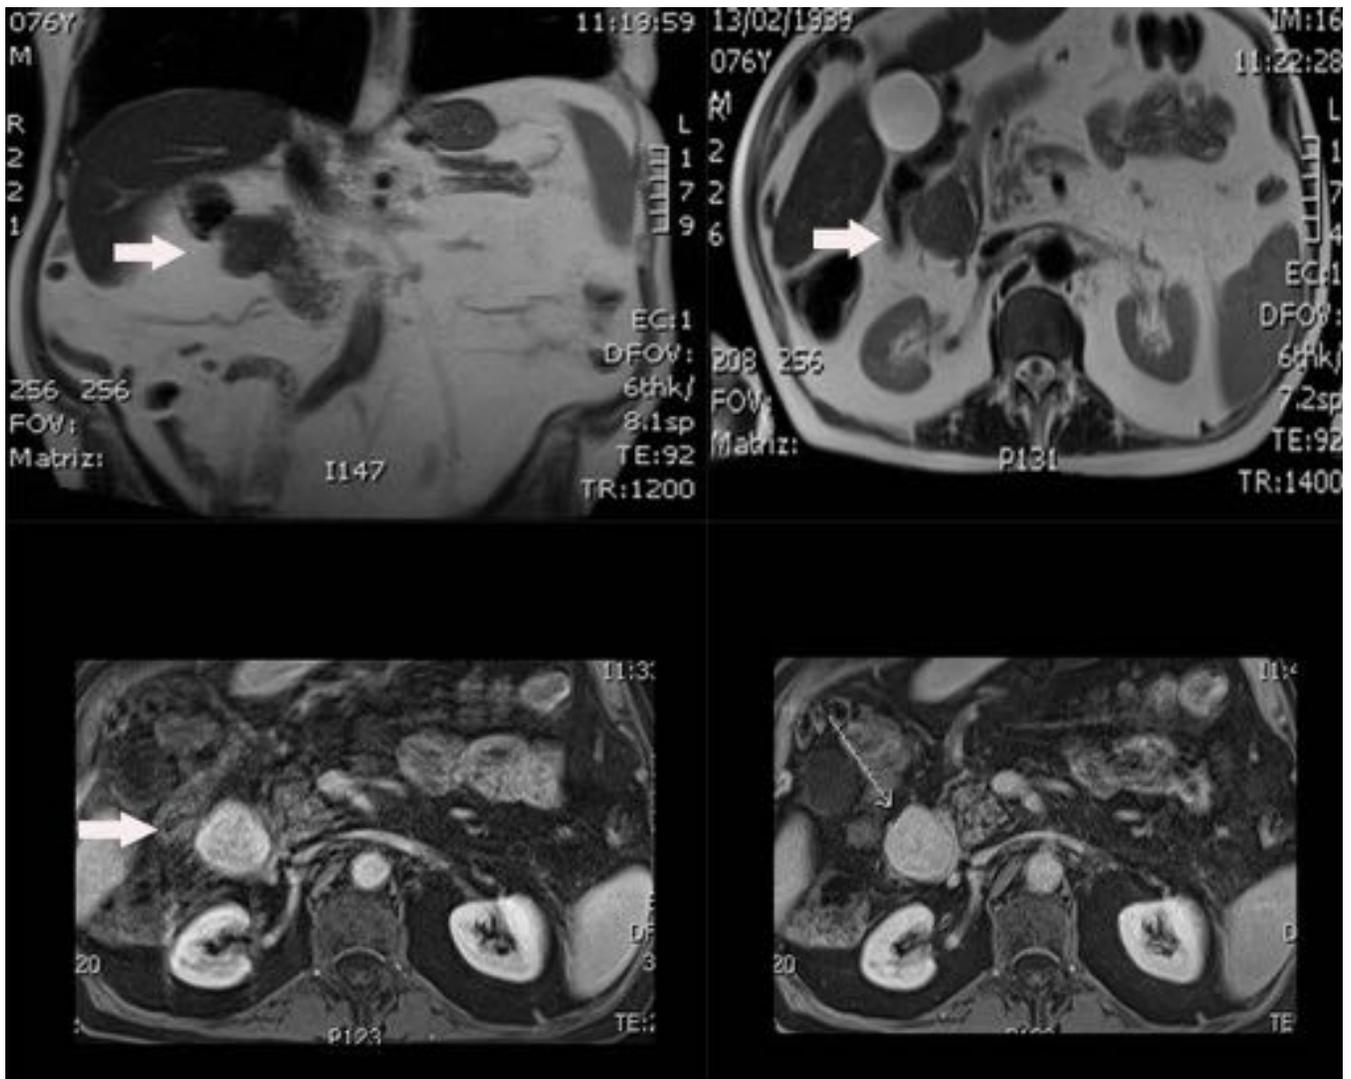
Estudio de RM potenciado en T2 en plano coronal (arriba a la derecha) y axial (arriba a la izquierda) donde se observa la misma imagen redondeada descrita en el TC previo como una masa relativamente hipointensa que depende de la segunda porción del duodeno (flechas). En las imágenes inferiores se observan imágenes axiales potenciadas en T1 con saturación grasa tras la administración de gadolinio donde podemos ver la intensa captación de contraste de la masa descrita (flechas).
